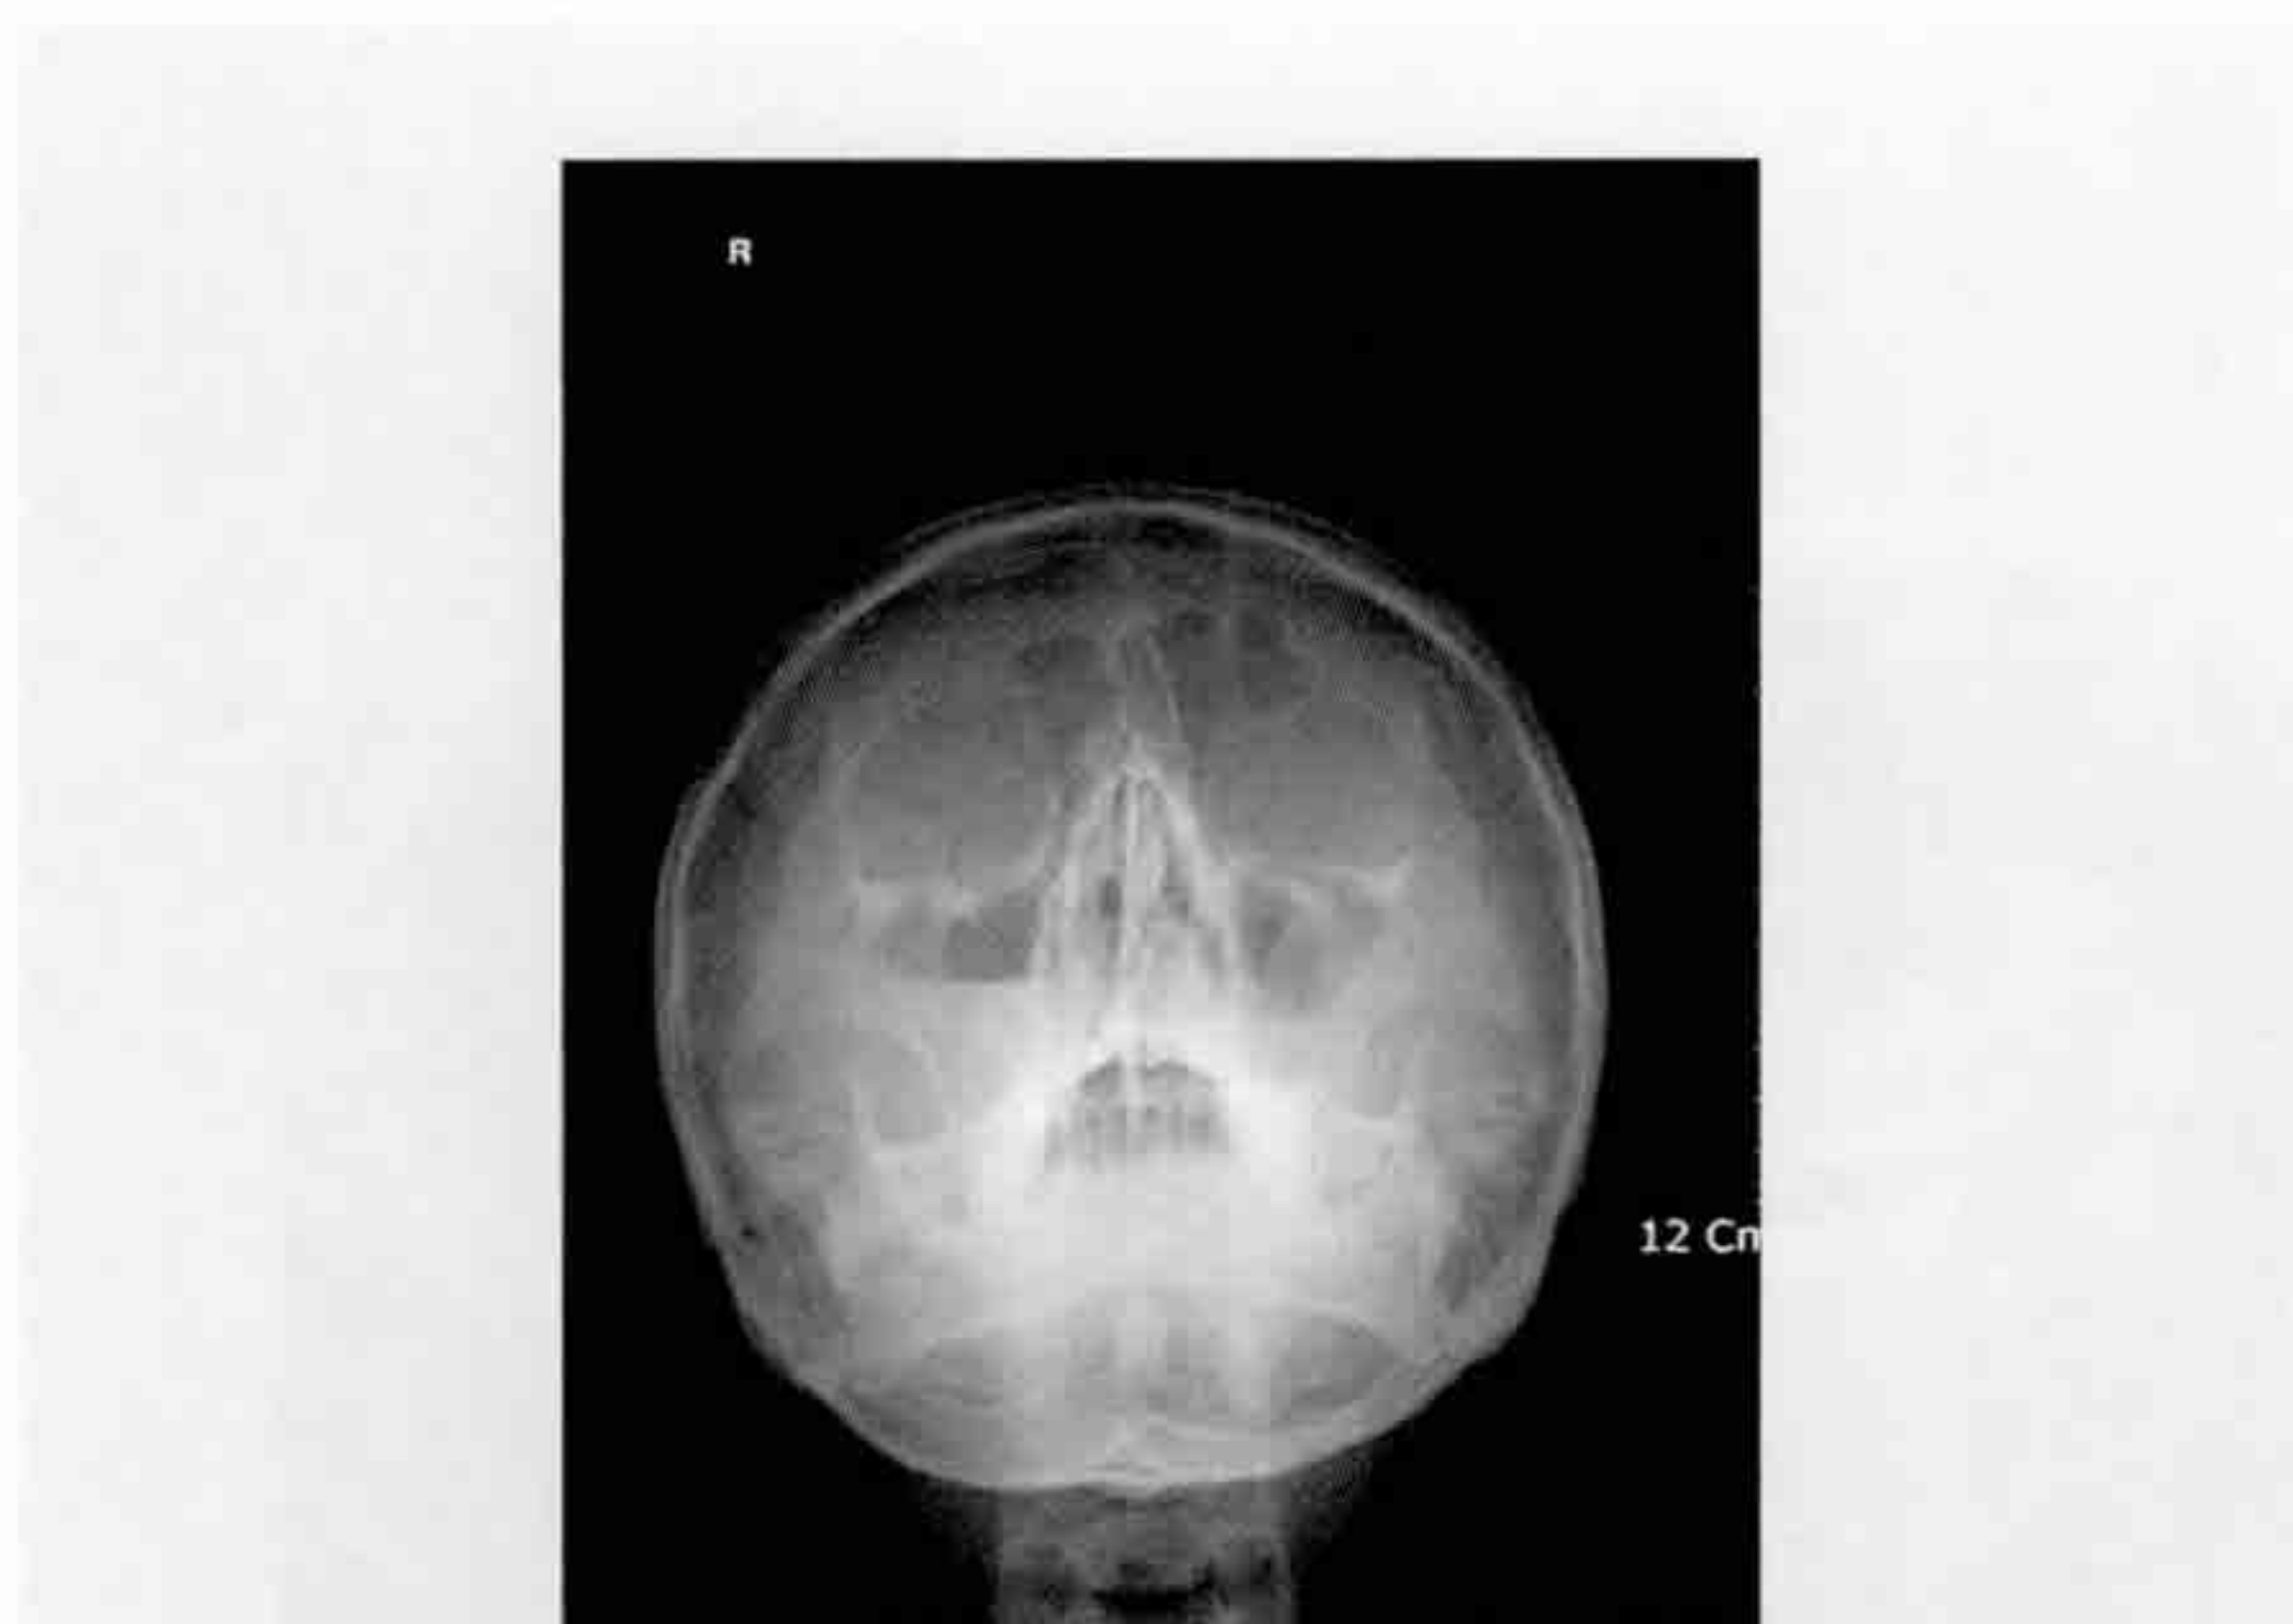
우측 상악동에서 공기-유체 수준을 보이는 방사선 불투과성선이 관찰된다.
